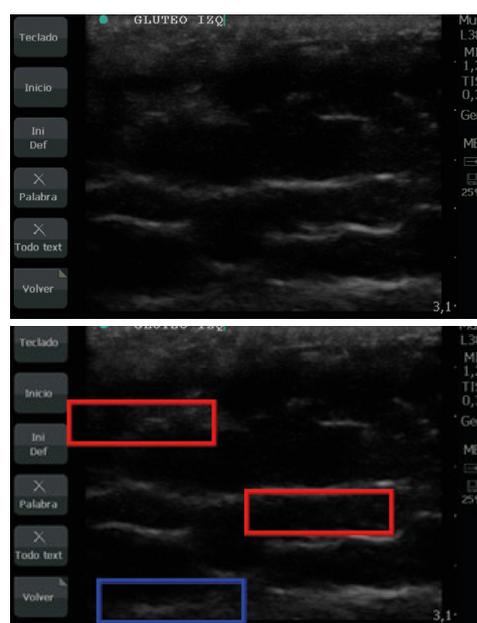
ECOGRAFÍA NORMAL
